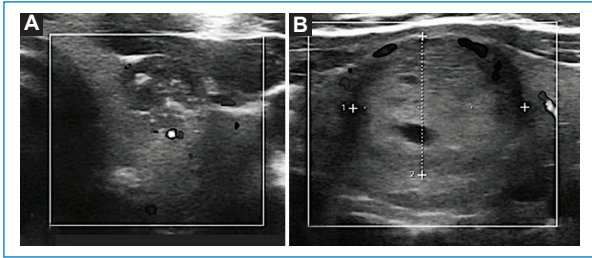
Ecografía, planos axiales NT confirmados por biopsia. NT maligno (A) y NT benigno (B) no vascularizados.
